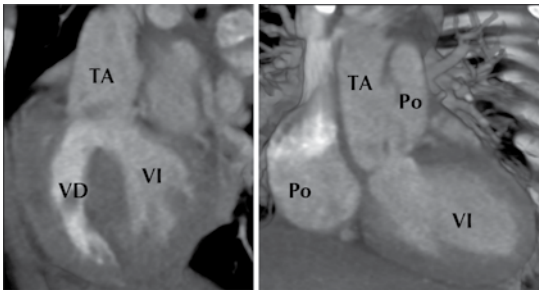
Tomografía cardíaca: vía única de salida de ambos ventrículos a través de un tronco arterioso (TA) común.
